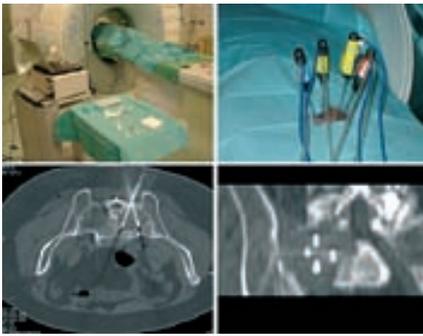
Radiofrequenzablation einer Kreuzbein-Metastase im CT. Erkennbar sind die 4 bipolaren Sonden mit ihren Isolatoren (dunkle Ringe in den Nadeln, Bild links unten). Kontrolle der korrekten Lage in mehreren Bildebenen vor der eigentlichen Ablationsphase.
